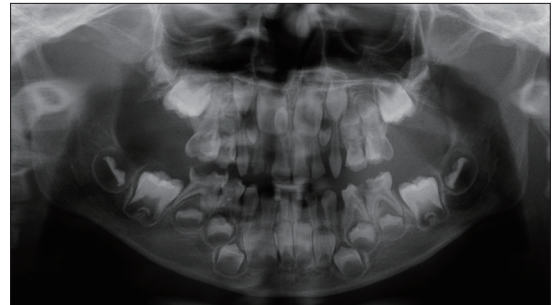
Panoramic radiograph of a patient with 72 and 73 fused
